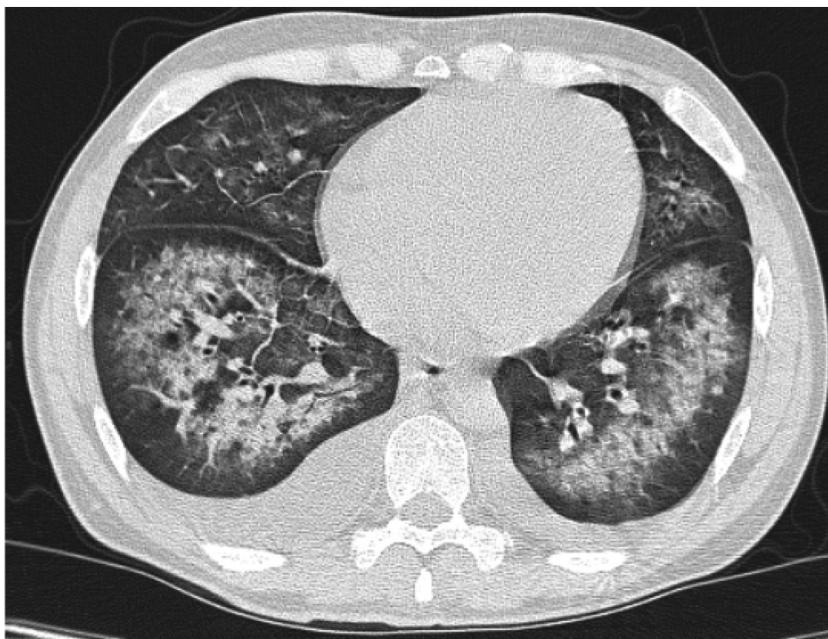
Tomografía computada de tórax que muestra opacidades en vidrio esmerilado bilaterales con áreas de consolidación a predominio de ambos lóbulos inferiores, derrame pleural bilateral de predominio derecho.
